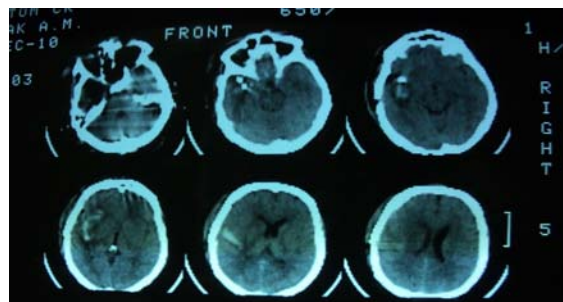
Послеоперационная КТ головного мозга больного Ч.
